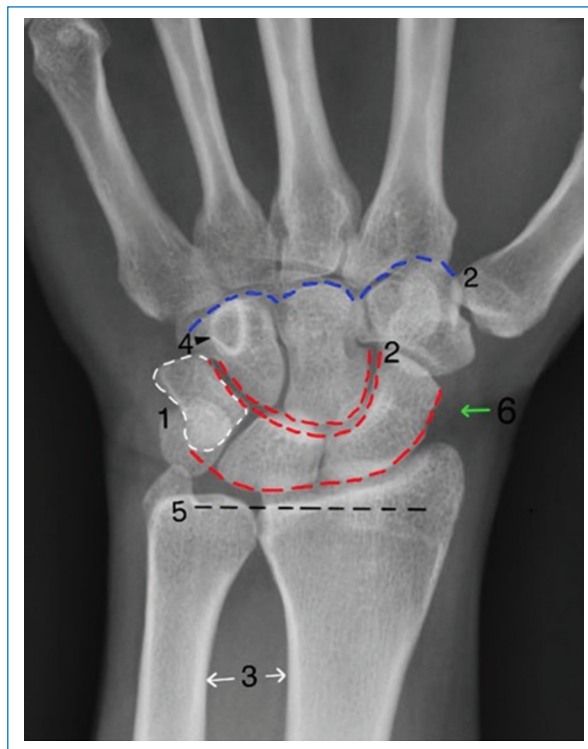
Evaluación sistemática de la radiografía anteroposterior de muñeca. 1: línea cortical blanca delineando todos los huesos de la muñeca. 2: azul, lazy M normal; rojo, arcos de Gilula intactos. 3: contorno del radio paralelo al contorno del cúbito. 4: anillo cortical del gancho del ganchoso. 5: varianza cubital (en este caso positiva). 6: cojinete graso del escafoide.
